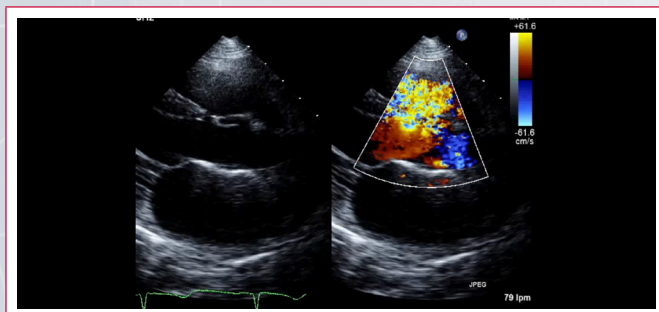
Imágenes de ecocardiograma transtorácico bidimensional (ETT 2D) de una Comunicación interventricular infundibular subarterial (CIVIS) pequeña con prolapso aórtico (PAo). En el panel superior (A) se observa en eje largo paraesternal (ELPE), en diástole, el PAo (asterisco), la CIVIS (flechas) y, con Doppler color, el cortocircuito de izquierda a derecha. En el panel inferior (B) se muestra el eje corto paraesternal (ECPE), observándose la deformación de la valva coronaria derecha por el prolapso, la localización del defecto (entre las 12 y 2) y la continuidad de las sigmoeas aórticas y pulmonares. AD: aurícula derecha, AI: aurícula izquierda, VD: ventrículo derecho, VI: ventrículo izquierdo, Ao: aorta, AP: arteria pulmonar
